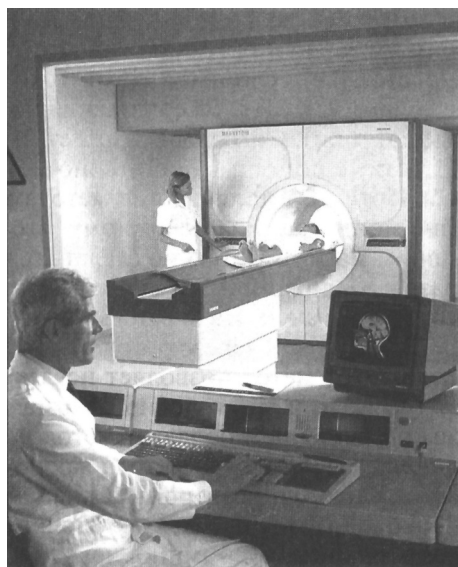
В.4. Исследование головного мозга человека методом магнитно-резонансной томографии. Исследуемые части тела помещают в полость специального магнита
